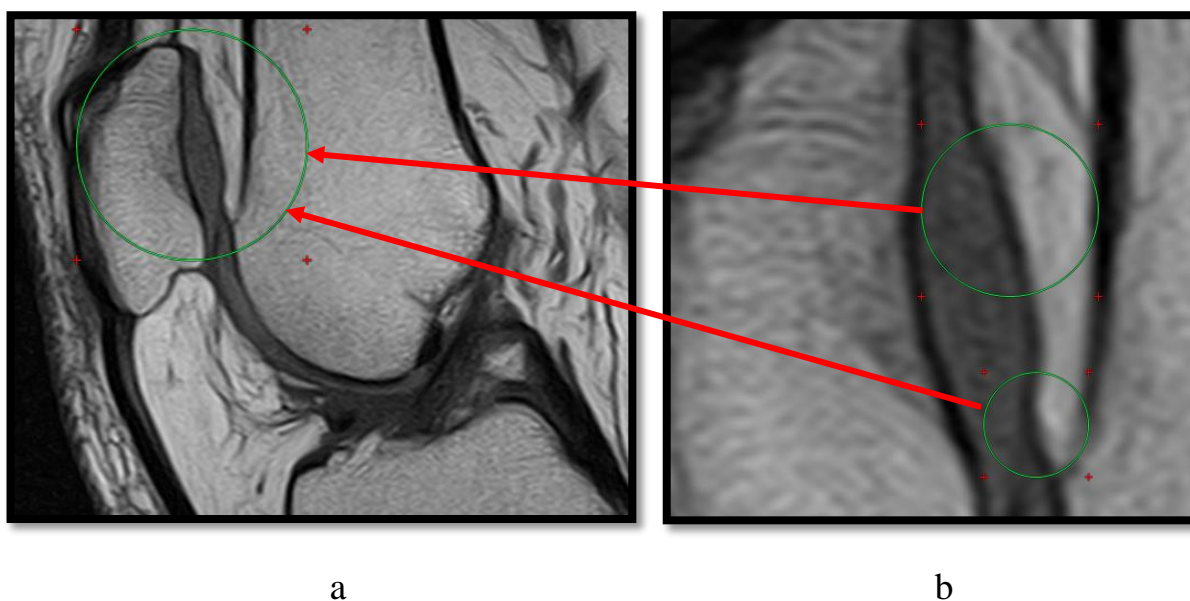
Данные повторной МРТ у пациента Т: а – общая картина; б – увеличенный масштаб
